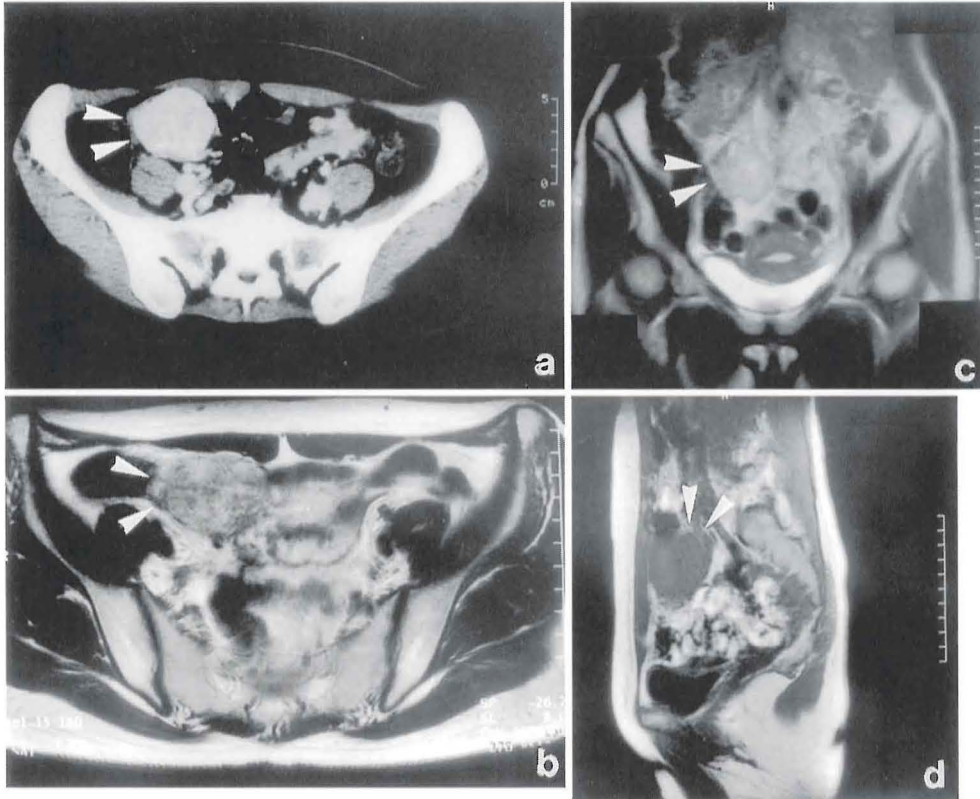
CT scan and MRI findings of case 1
